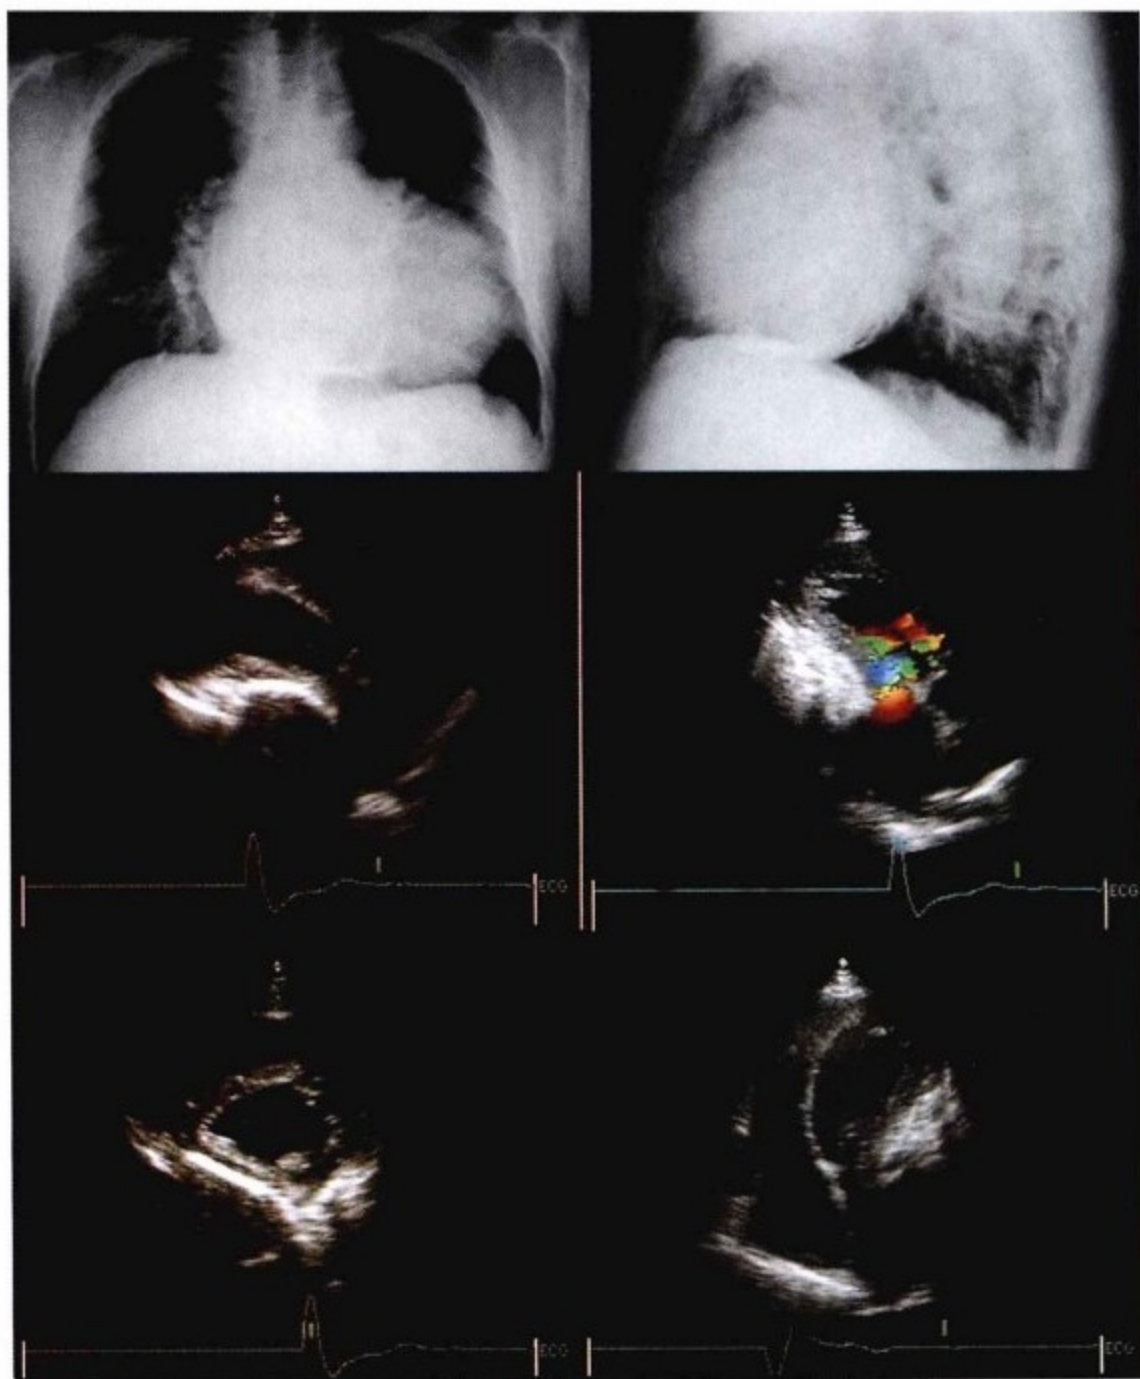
上图:胸片示心脏增大呈球形。心脏膈面钙化。中图、下图:经胸超声心动图示左室后侧方一巨大肿物。肿物前方回声增强,后侧部左室腔变扁平。声影存在提示肿物钙化。无心包积液或左侧胸腔积液。
